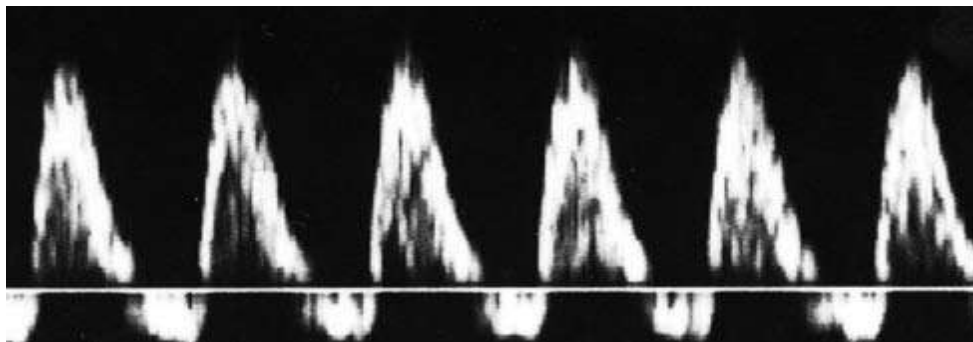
Doppler ombilical anormal. *Reverse flow*.
